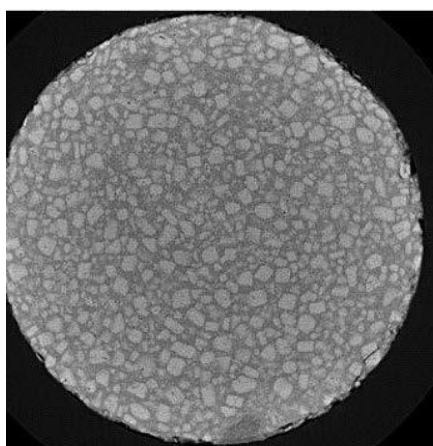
捏和時間 150 分のコンポジット推進薬の X 線 CT スキャン画像
